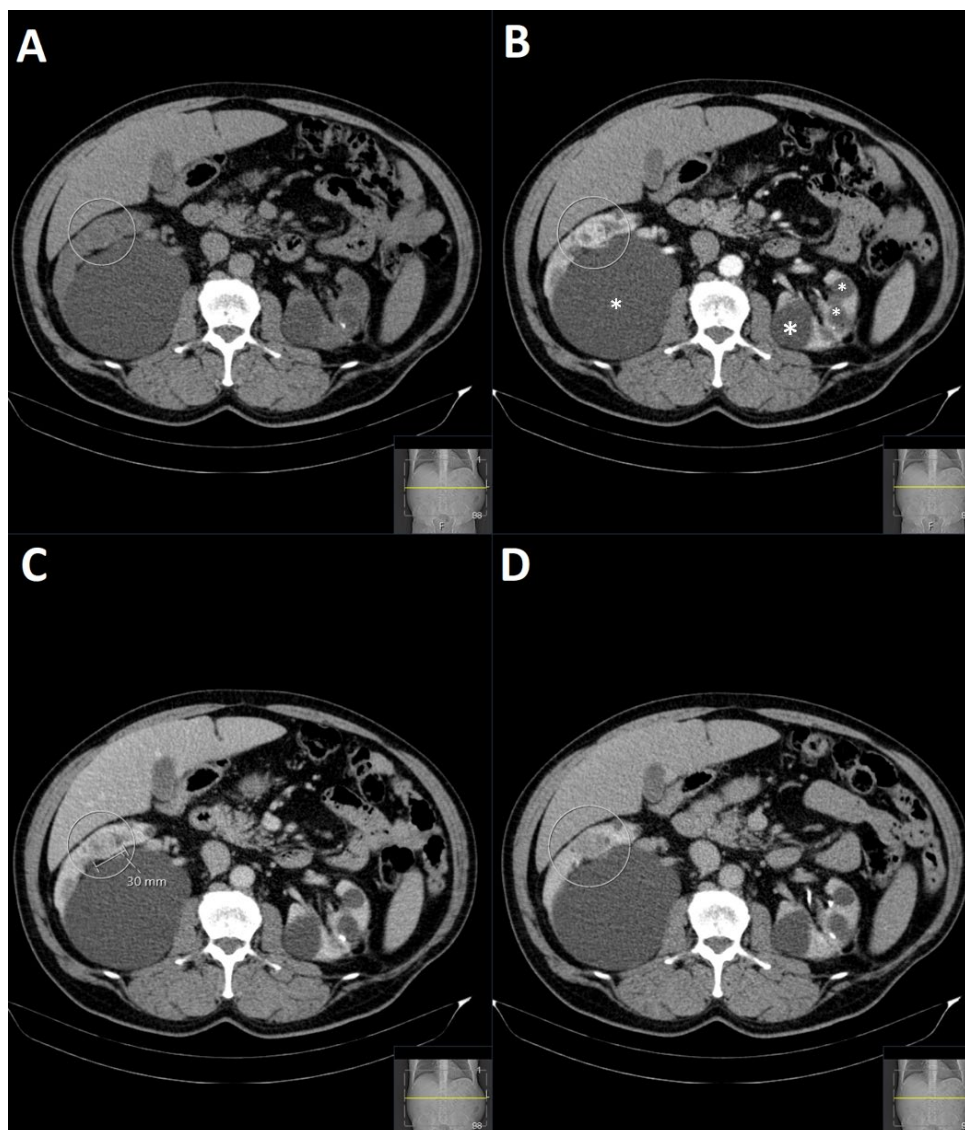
Caso 3 Termoablação por MW de nódulo renal. TC efetuada sem e com a administração de produto de contraste iodado EV: A) sem contraste; B) fase arterial; C) fase venosa; D) fase tardia. No terço inferior do rim direito observa-se nódulo cortical, sólido, com comportamento hipervascular e de contornos bem definidos, medindo 30 mm de maior eixo axial, suspeito de traduzir neoplasia primária do rim. Coexistem vários quistos corticais simples em ambos os rins (asteriscos).
